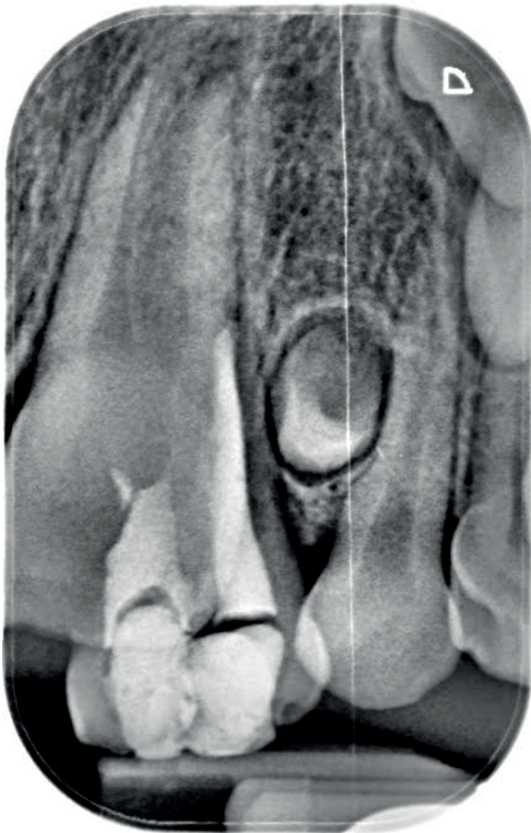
Periapical radiograph of 61-62.
